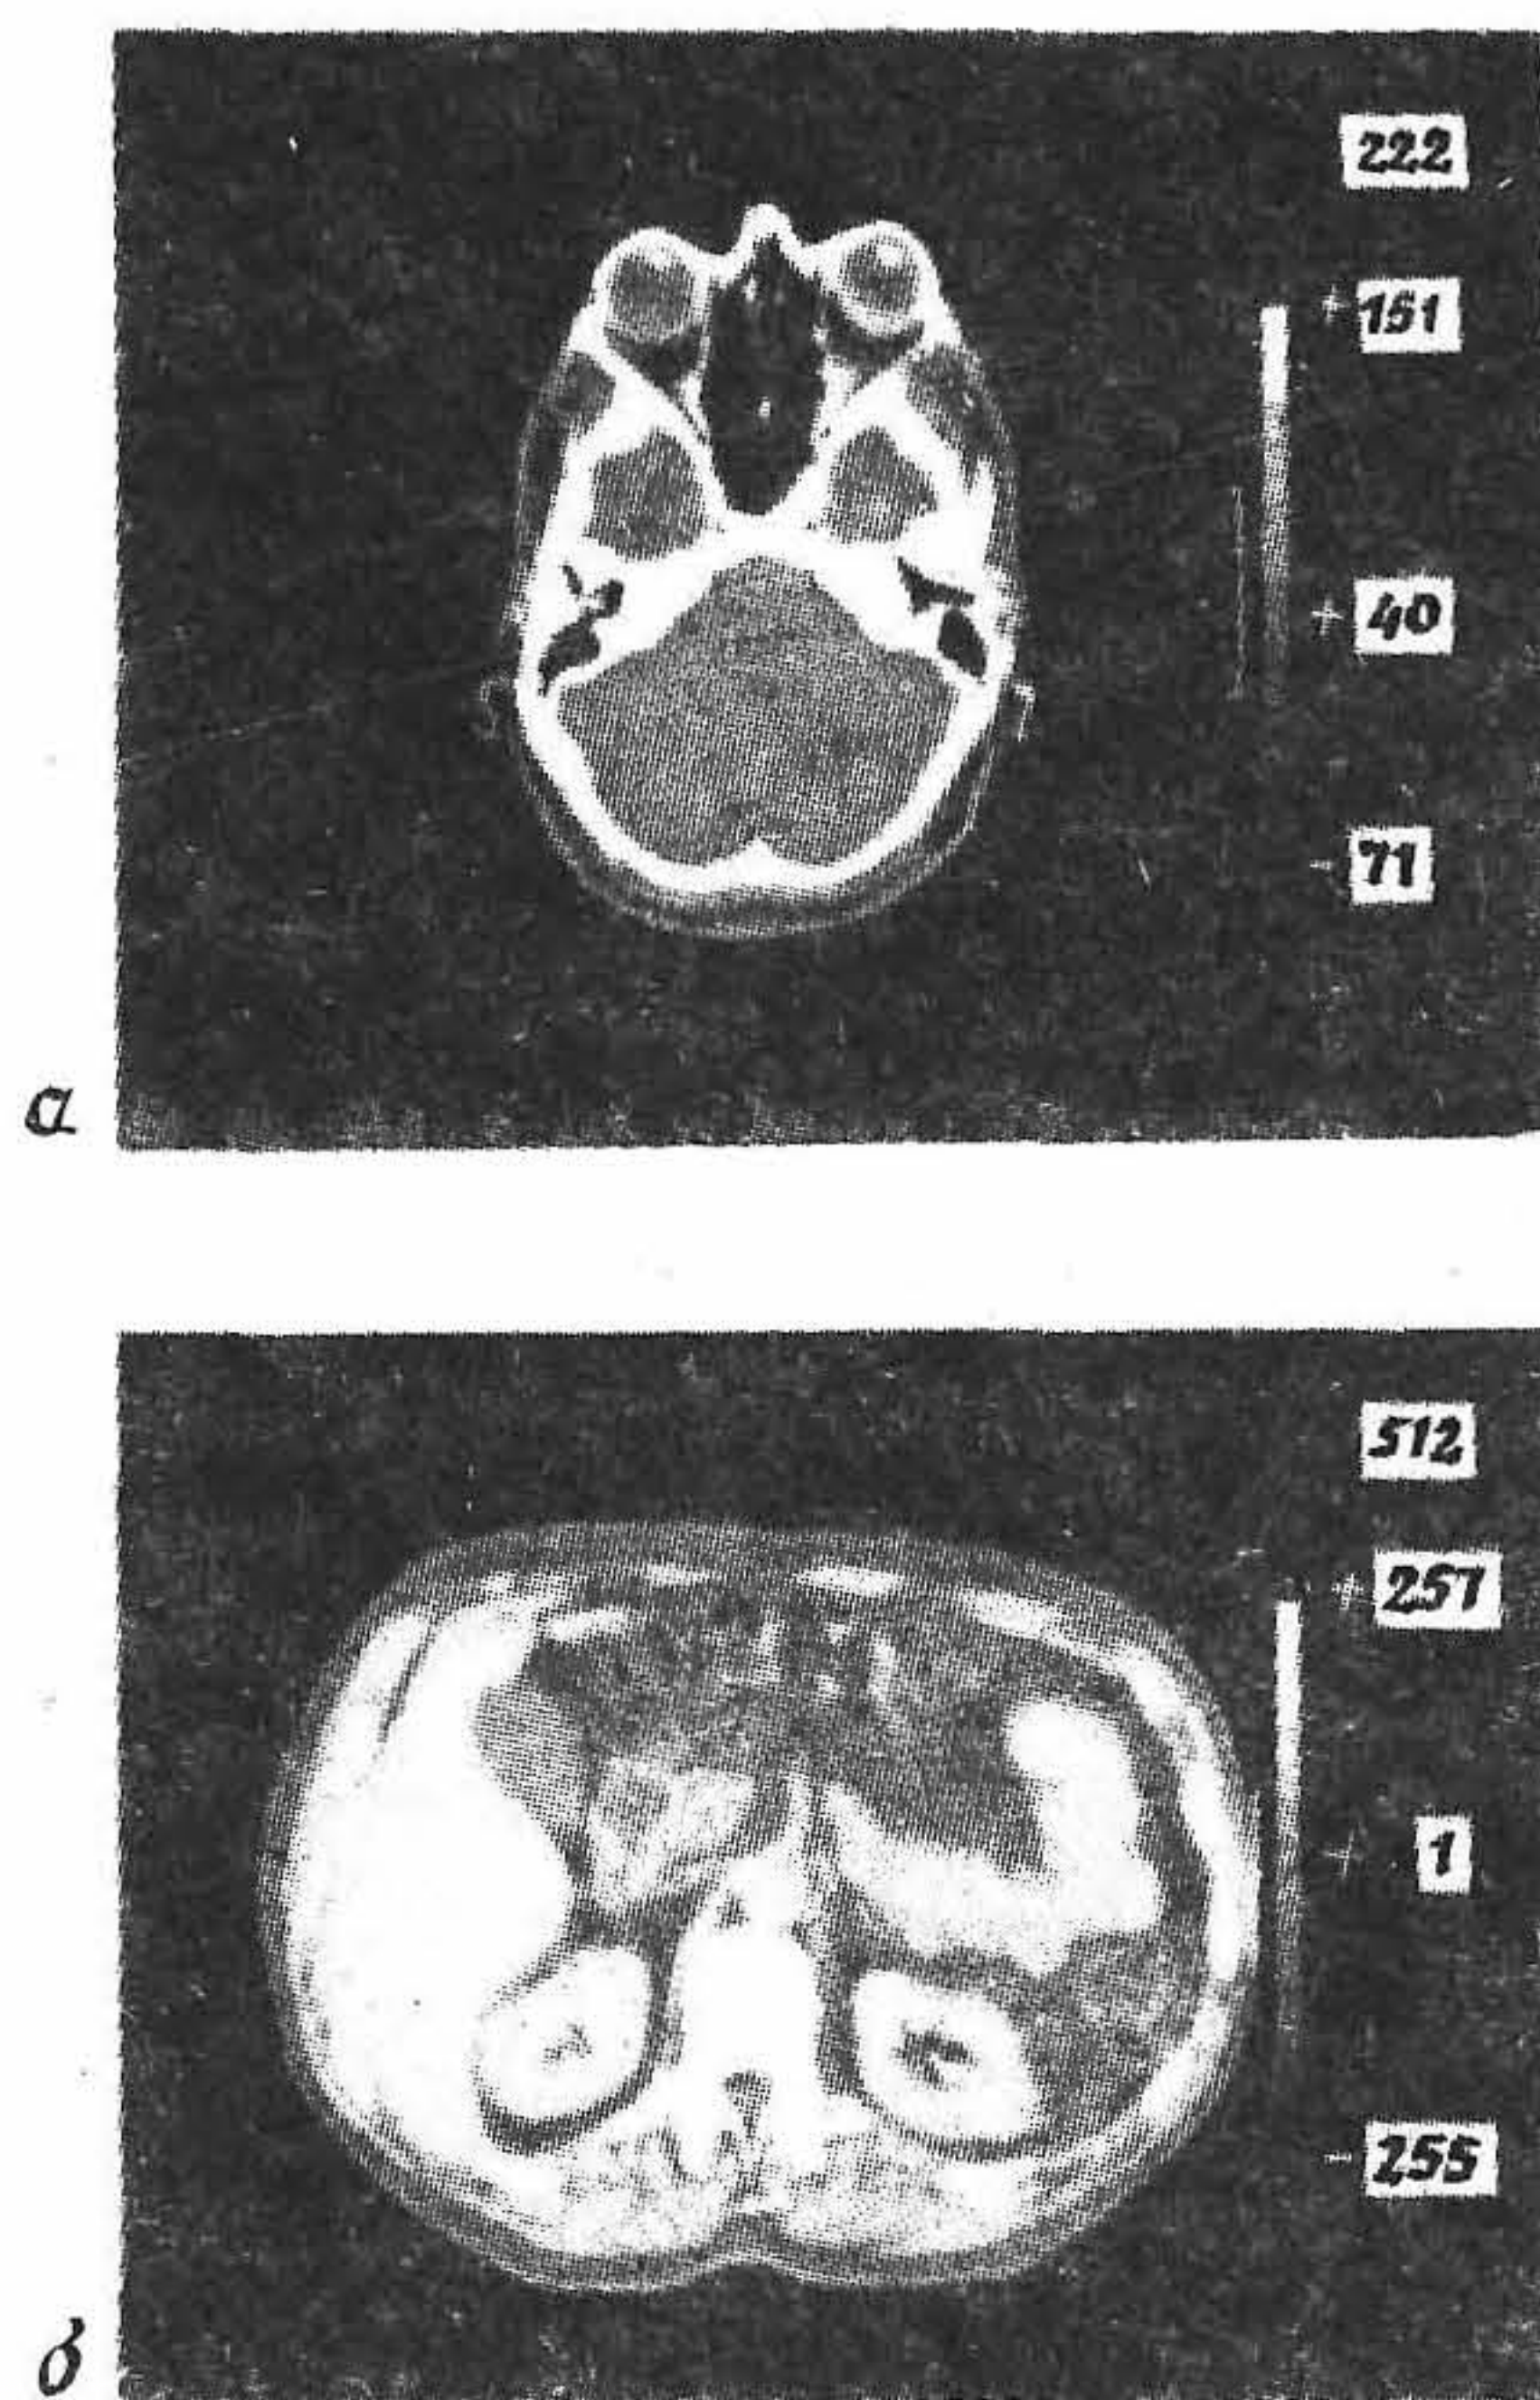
Компьютерные томограммы головы в сечении на уровне глаз (а) и брюшной полости в сечении на уровне почек (б).
